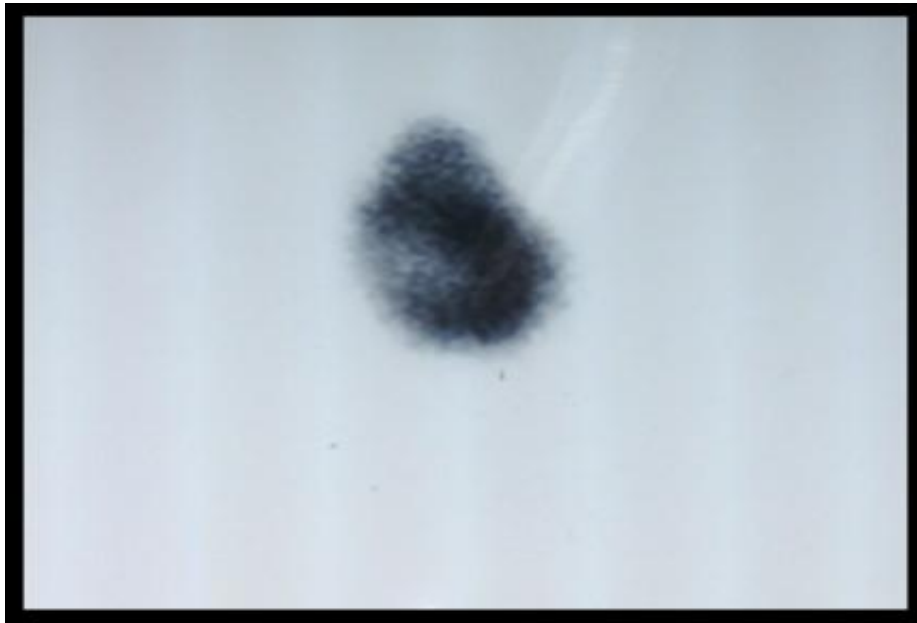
image de scintigraphie montrant un nodule chaud du lobe droit
